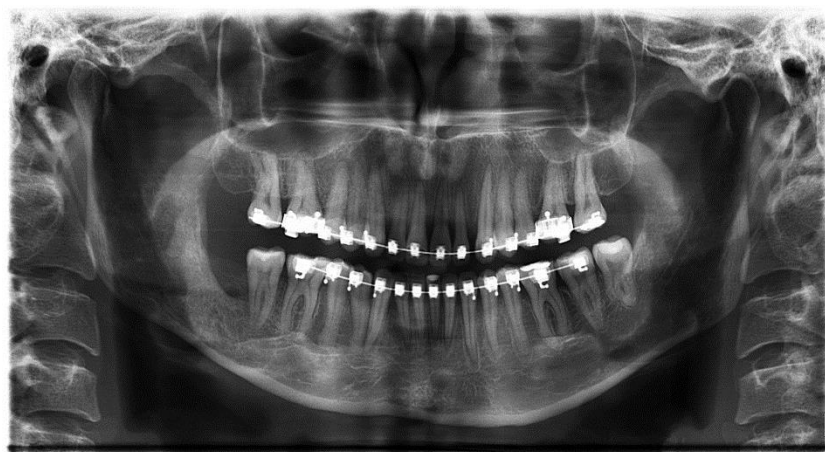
Radiografia Panorâmica após 01 ano da cirurgia
